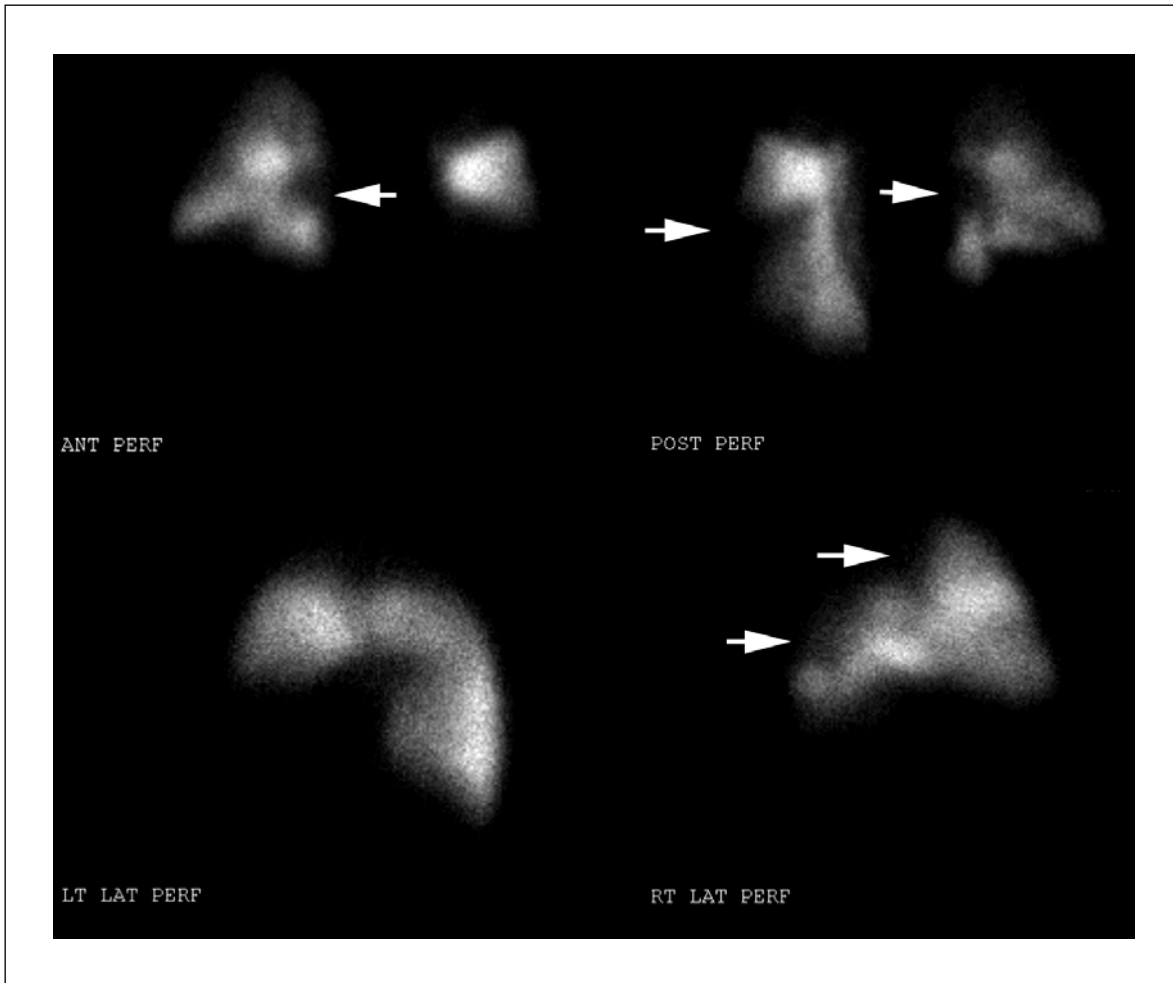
Perfusionsszintigraphie mit multiplen Perfusionsdefekten (normale Ventilation bzw. unauffälliger Röntgen-Thorax) (Ravenel und Schoepf 2007, S. 23)
